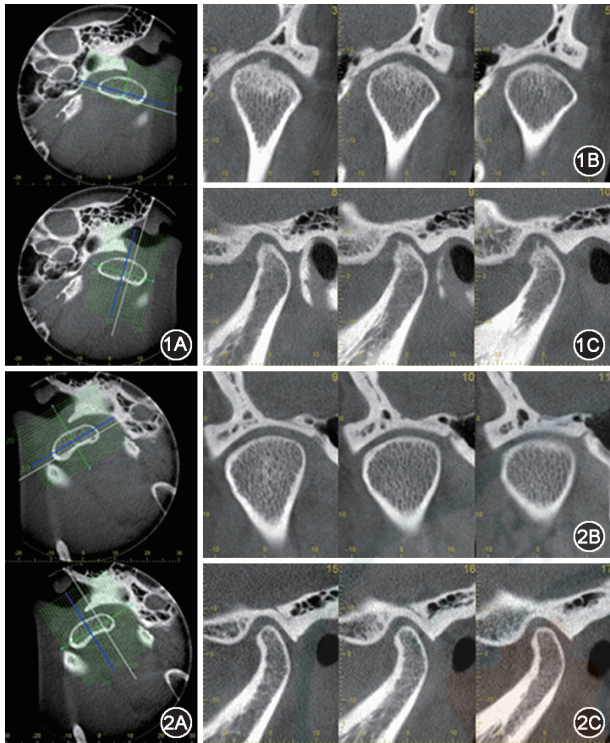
颞下颌关节紊乱病(TMD)骨关节病患者左侧颞下颌关节锥形束CT图像重建、输出和打印 A:轴位;B:冠状位;C:矢状位 图2 图1同一患者右侧颞下颌关节锥形束CT图像重建、输出和打印 A:轴位;B:冠状位;C:矢状位
